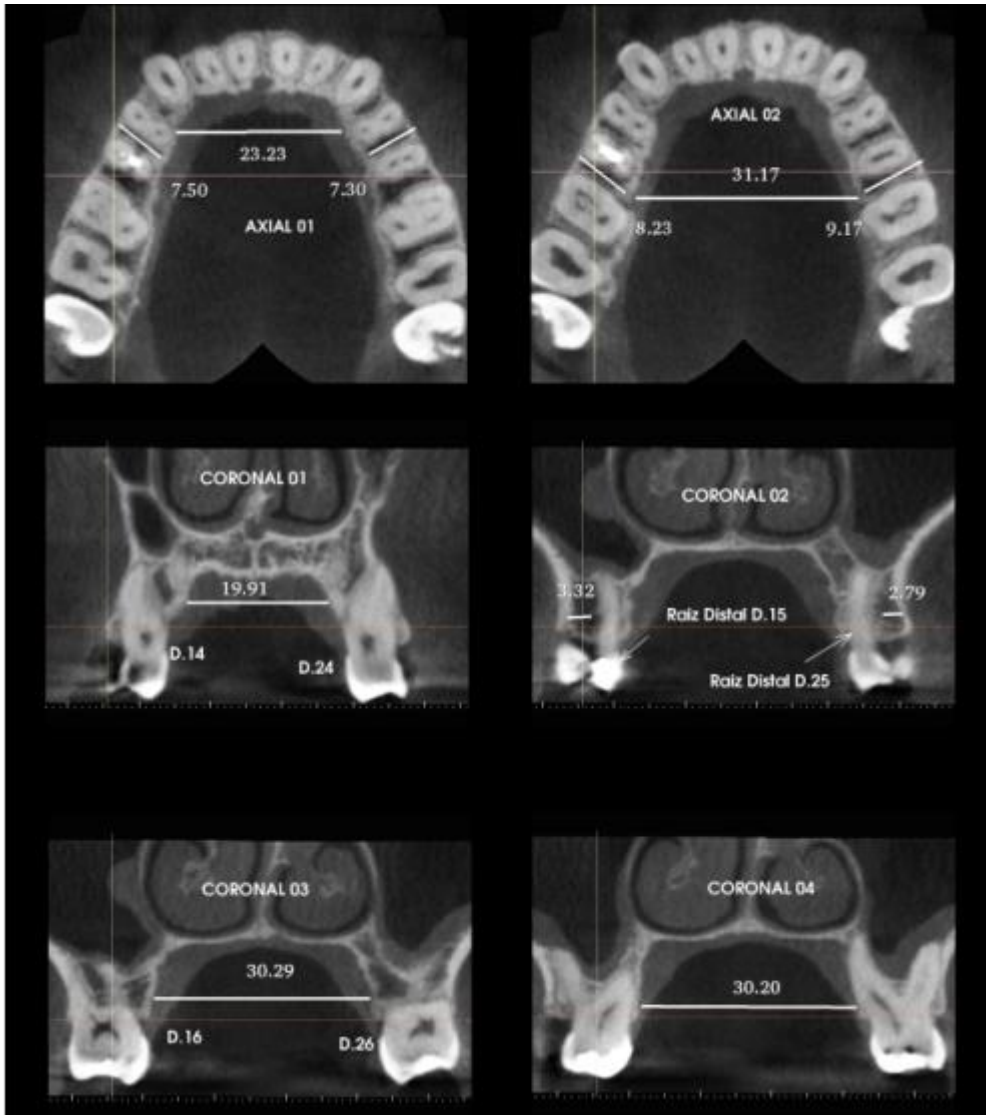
Tomografia inicial. Cortes axial e coronal
